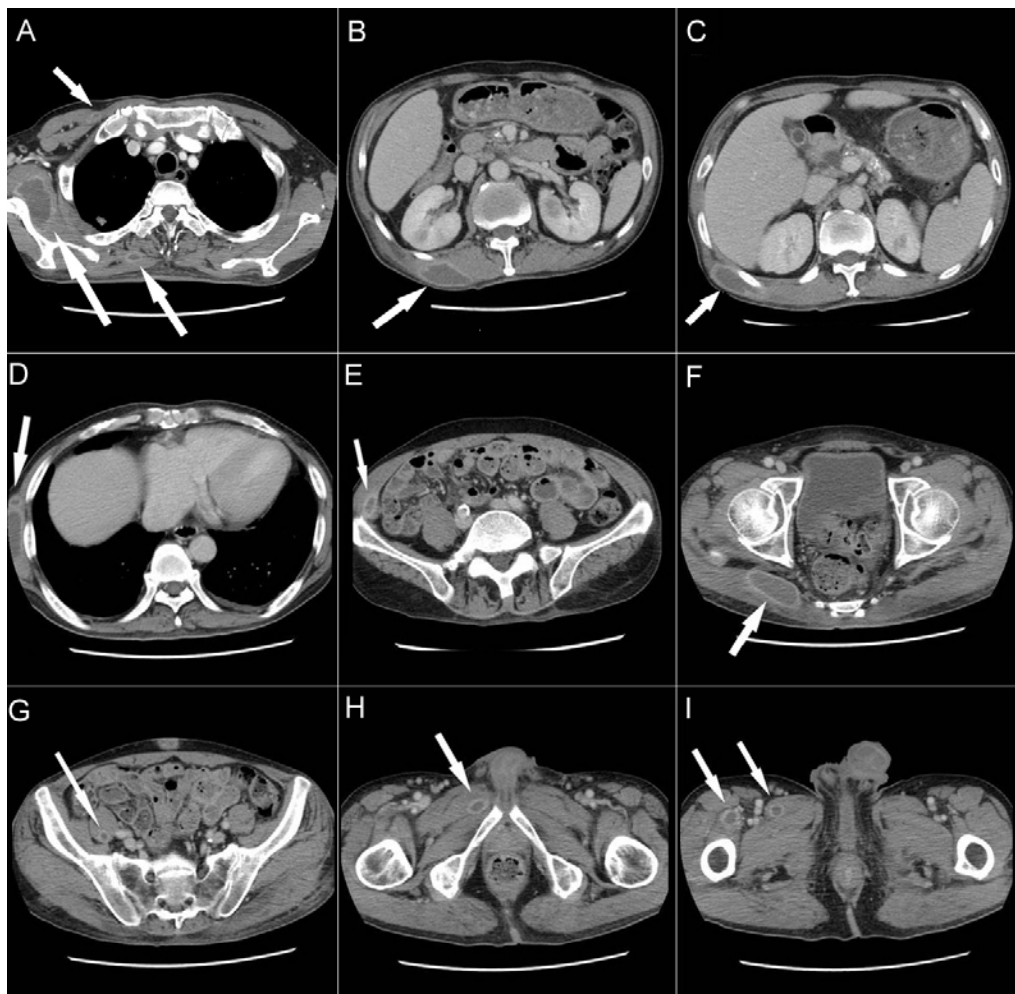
(A) CT scan image show irregular rim enhancing lesions in (A)right pectoralis, subscapularis, trapezius muscles, (B)right erector spine muscle, (C)right latissimus dorsi muscle, (D)right serratus anterior muscle, (E)right transversus abdominis muscle, (F)right gluteus maximus muscle, (G)right iliopsoas muscle, (H)right vastus medialis and lateralis muscle and (I)right obturator internus and externus muscle.
